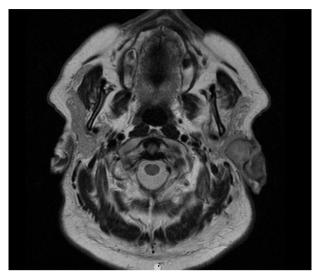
RM corte axial.
